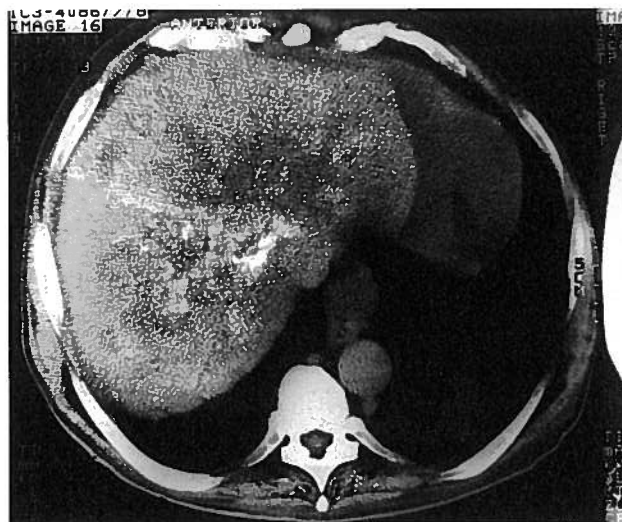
TAC Abdominal. Imagens nodulares hipodensas hepáticas sugestivas de metastização hepática
